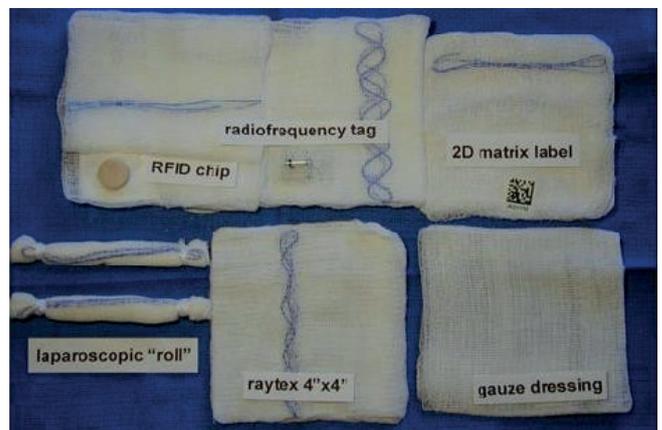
Маркированные салфетки. Слева направо верхний ряд: салфетки с двумя различными RFID-метками и штрих-кодированием, прошитые рентгенконтрастной нитью. Второй ряд: лапароскопические «рулоны» и салфетки «Raytex» 4"x4", прошитые рентгенконтрастной нитью, и салфетка для перевязок без маркировки (источник изображения: www.researchgate.net)
